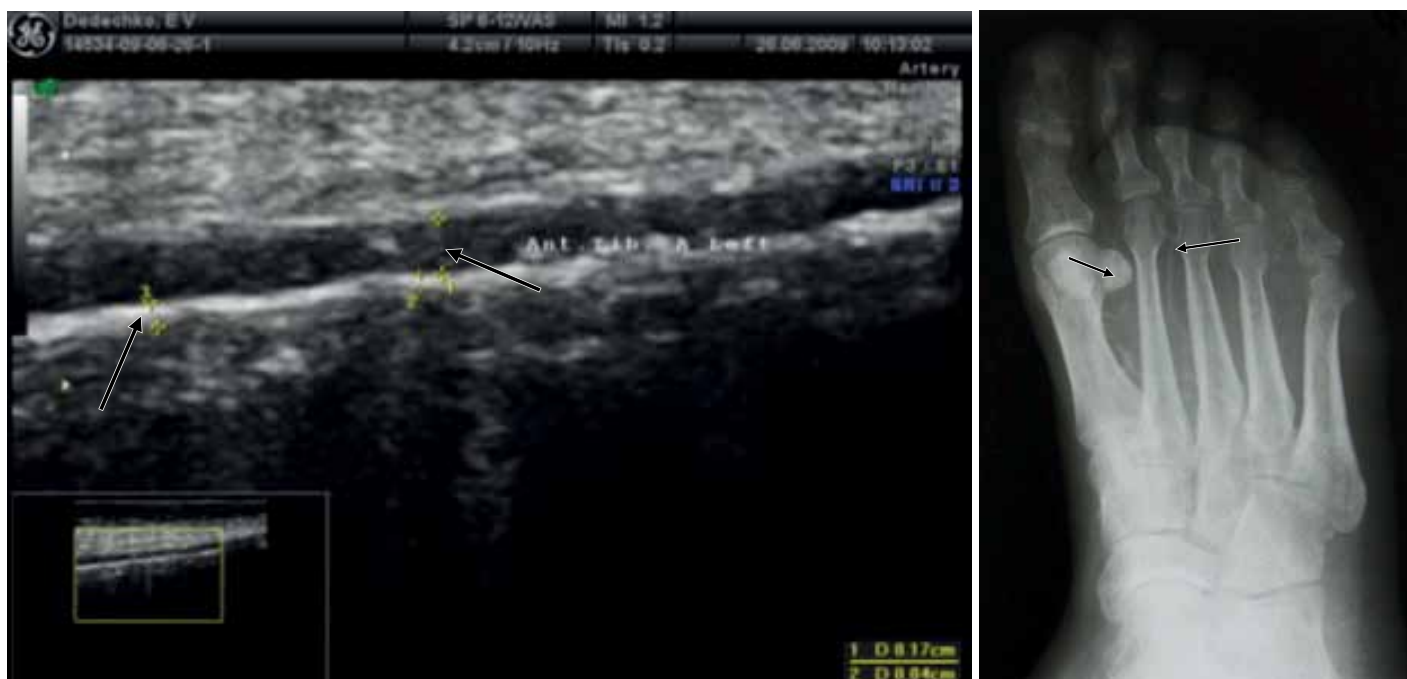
Проявления медиакальциноза не рентгеновском снимке стопы и при дуплексном сканировании артерий нижних конечностей
